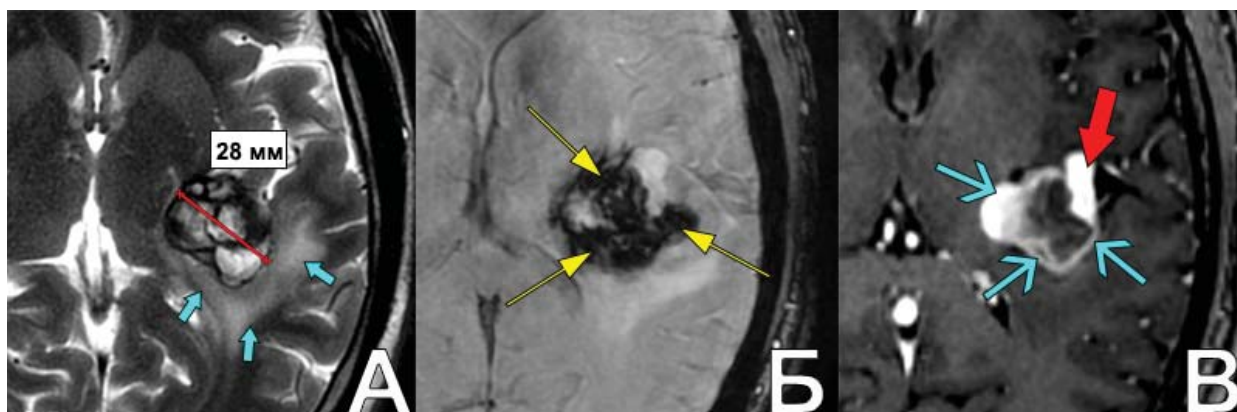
Определение ряда характеристик гигантской ЧТА М3-сегмента СМА слева по данным МРТ. А. T2: хорошо видны контуры аневризмы, позволяющие определить ее размер. В перифокальной зоне определяются ишемические изменения и отек (указаны стрелками); Б. SWAN: хорошо различаются тромбы в аневризме (указаны стрелками), содержащие гемосидерин; В. SPGR с контрастированием: определяются кровоснабжаемая часть аневризмы (указана красной стрелкой) и некоторое накопление контрастного вещества стенками аневризмы (указано голубыми стрелками)
